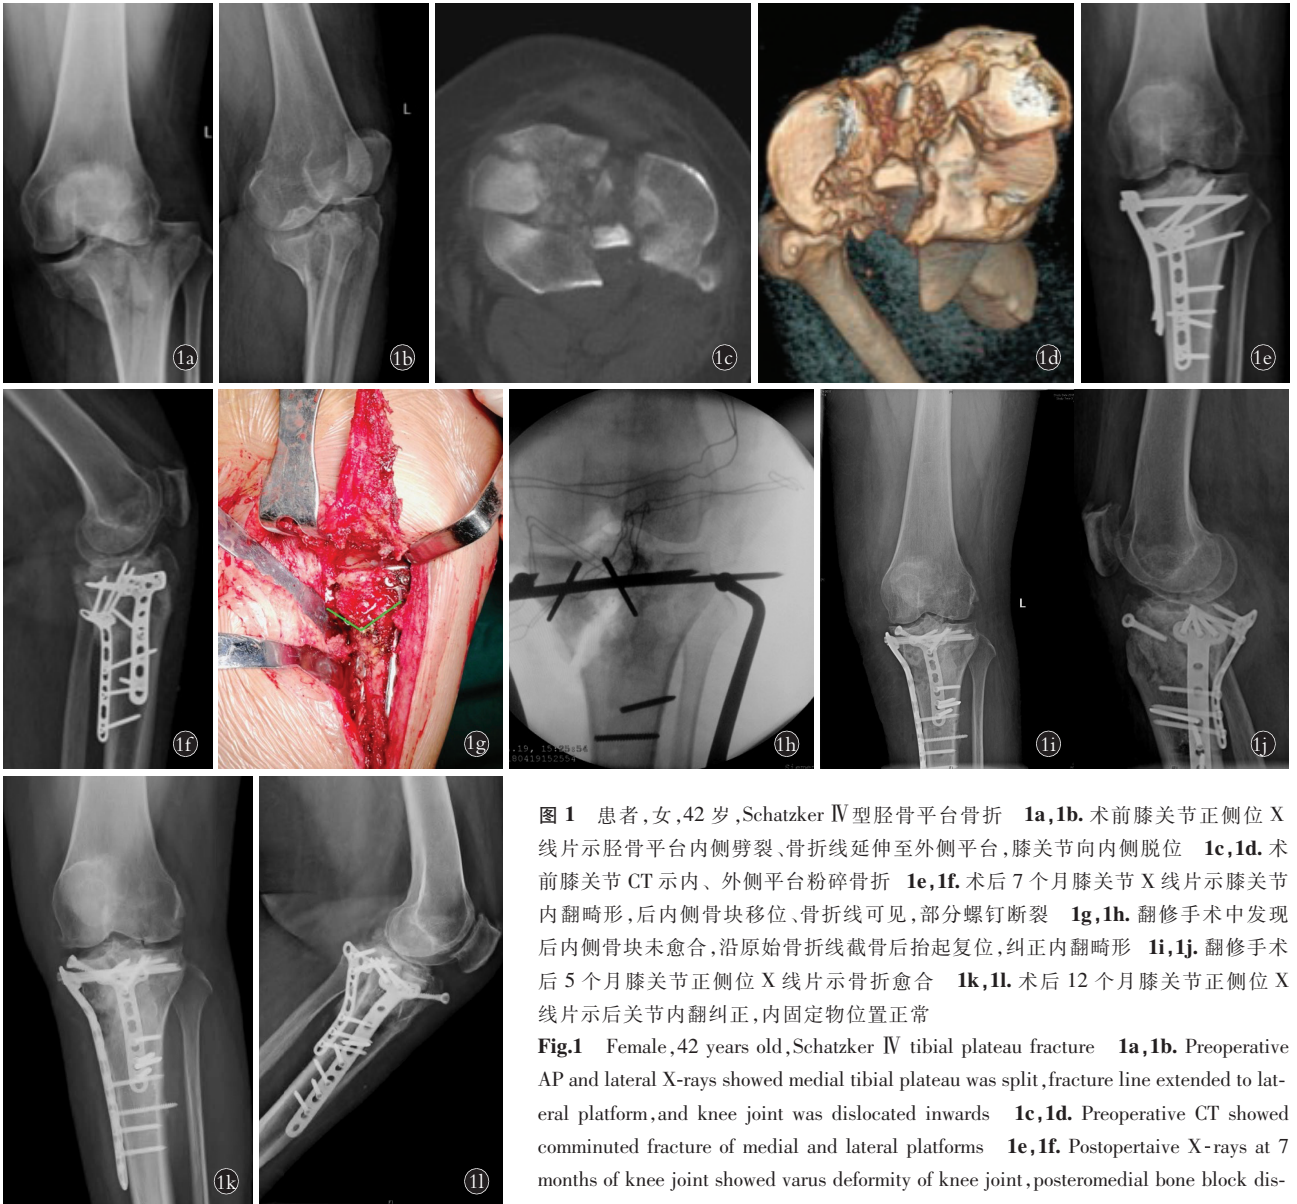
患者,女,42岁,Schatzker IV型胫骨平台骨折 1a,1b。术前膝关节正侧位 X 线片示胫骨平台内侧劈裂、骨折线延伸至外侧平台,膝关节向内侧脱位 1c,1d。术前膝关节 CT 示内、外侧平台粉碎骨折 1e,1f。术后 7 个月膝关节 X 线片示膝关节内翻畸形,后内侧骨块移位、骨折线可见,部分螺钉断裂 1g,1h。翻修手术中发现后内侧骨块未愈合,沿原始骨折线截骨后抬起复位,纠正内翻畸形 1i,1j。翻修手术后 5 个月膝关节正侧位 X 线片示骨折愈合 1k,1l。术后 12 个月膝关节正侧位 X 线片示后关节内翻纠正,内固定物位置正常
